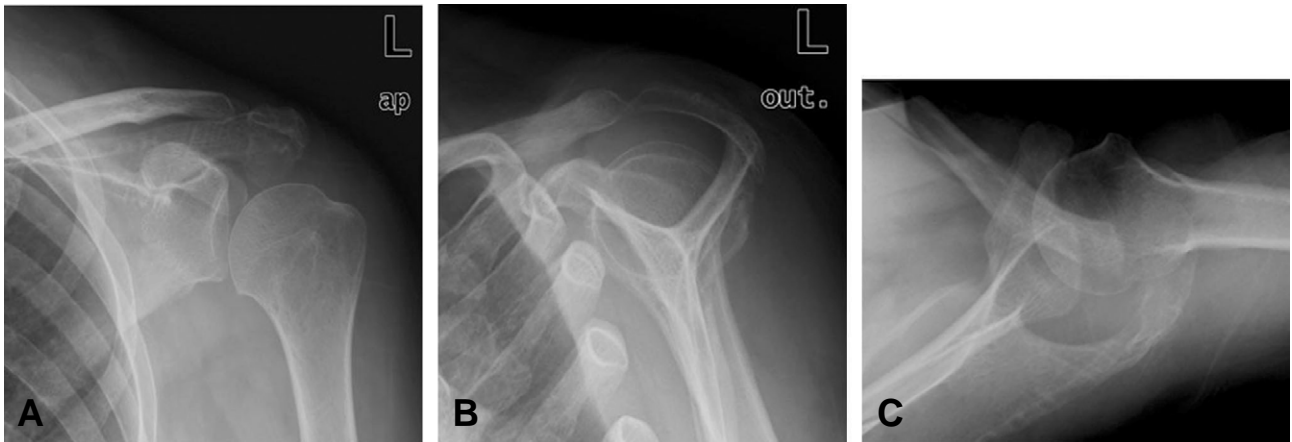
(A) Anteroposterior, (B) supraspinatus outlet and (C) axillary lateral radiographs after implant removal at nine months after operation.
